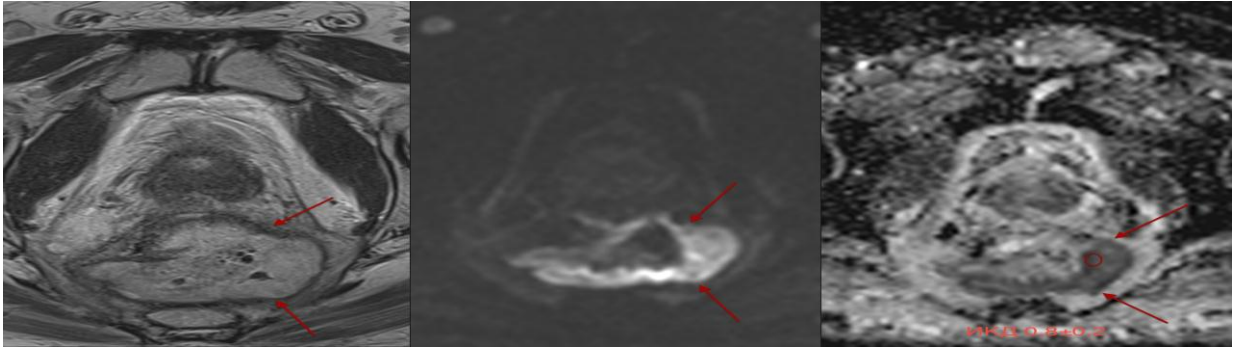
Пациент О. 66 лет. Аденокарцинома сигмовидной кишки, состояние после передней резекции прямой кишки. Рецидив опухоли в области брыжейки сигмовидной кишки. а) T2 ВИ, аксиальная проекция, высокоразрешающая МРТ. Визуализируется дополнительное образование в брыжейке сигмовидной кишки (стрелки); б) ДВИ,  $b=800 \text{ s/mm}^2$ . Ограничение диффузии в опухоли (стрелки). в) ADC-карта, сниженный ИКД в опухоли.
